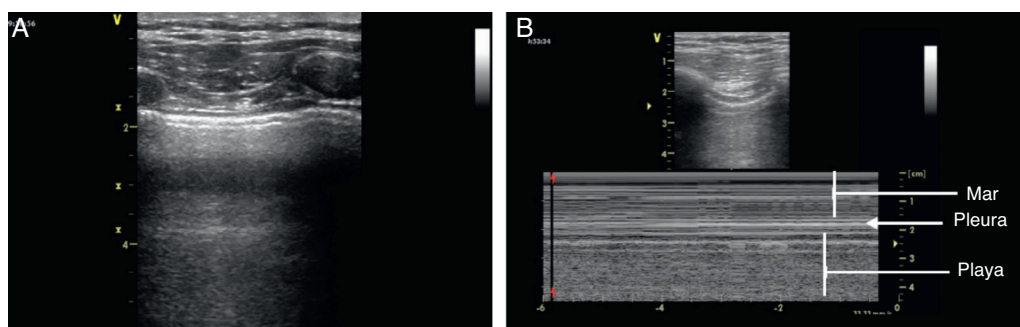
El examen ultrasonográfico de pulmón debe iniciarse con a) evaluación en modo B y luego cambiar a b) modo M. Fuente: autores.
